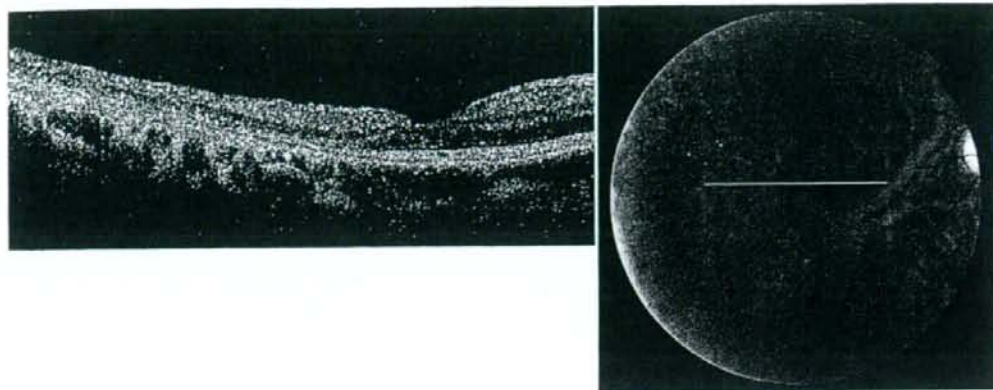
手術25年後の後極部の光干渉断層計optical coherence tomography(OCT)写真とISCEVプロトコールに準拠した網膜電図(ERG)
